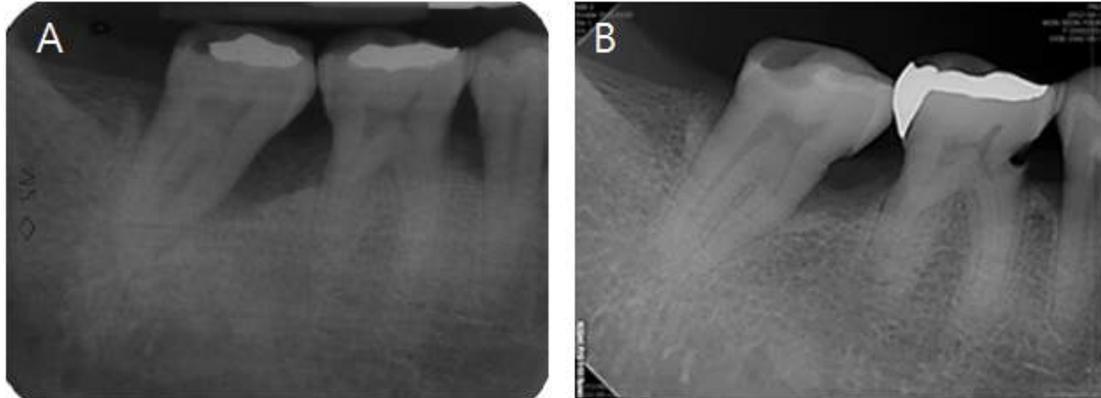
Periapical radiographs of right mandibular second molar. A. Radiograph at baseline showing severe periodontal attachment loss, mesial deep intrabony defect and widened periodontal ligament space. B. 8-year follow-up. Note a resolution of intrabony defect and distinct lamina dura.
